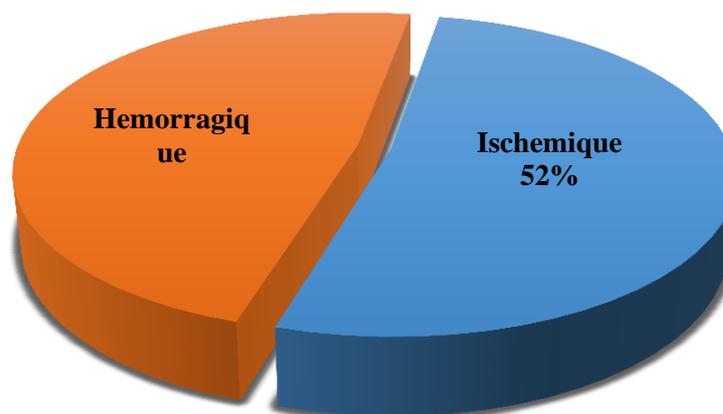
Représentation selon les types d'AVC à la TDM
